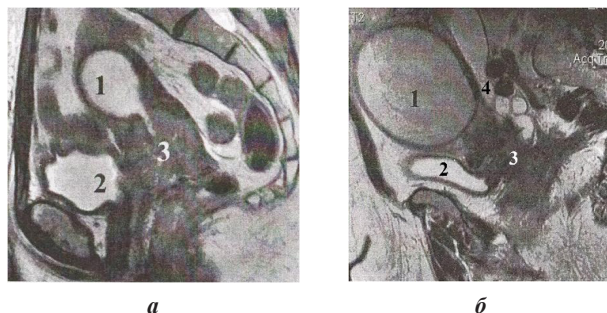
Изменения, выявленные в органах таза при ДВИ МРТ:
